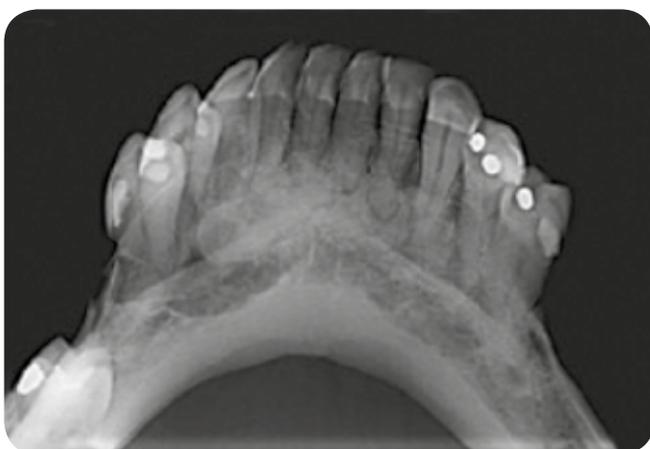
Caso 2. Radiografia oclusal de mandíbula (2017)
